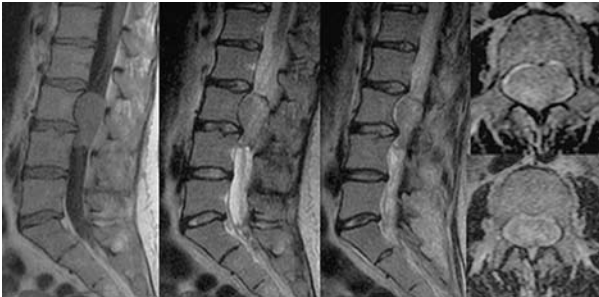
МРТ в T1 и T2 режимах. Эпендимома терминальной нити на уровне LIII-LIV.
